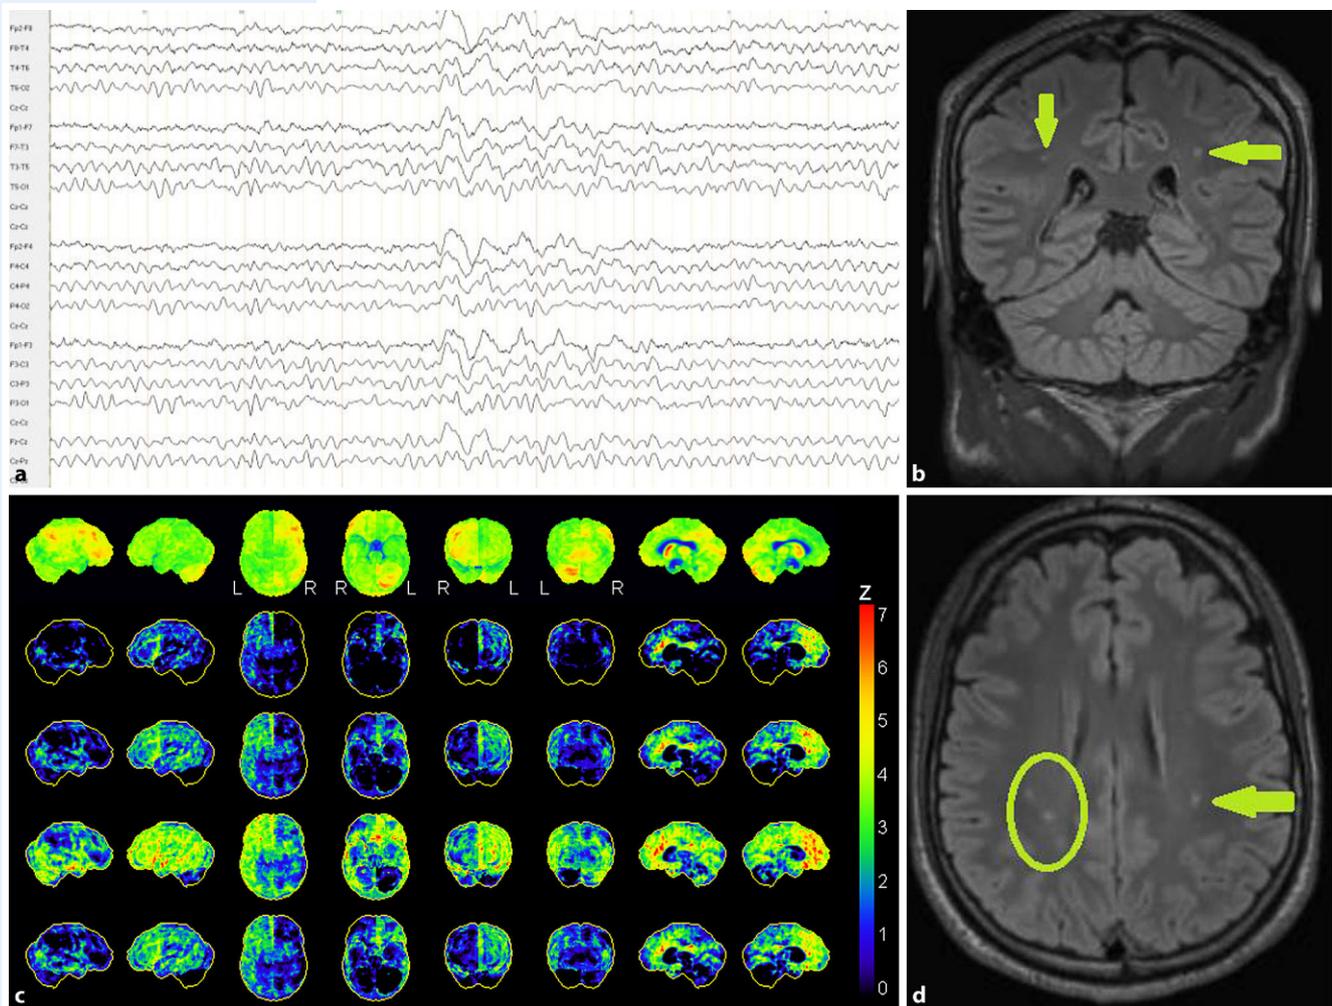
▲ Exemplarische Elektroenzephalographie (EEG)-, Magnetresonanztomographie (MRT)- und Fluordesoxyglucose-Positronenemissionstomographie (FDG-PET)-Befunde. Der EEG-Befund (a) zeigt frontal betonte, generalisierende, intermittierende Delta-Verlangsamungen bei einer Patientin mit paranoid-halluzinatorischer Symptomatik im Rahmen einer steroidresponsiven Hashimoto-Enzephalopathie [9]. Die MRT-Abbildungen des Neurokraniums (b, d) zeigen disseminierte Marklagerläsionen bei einem jungen Patienten mit psychotischen und Zwangssymptomen bei neuropsychiatrischem systemischem Lupus erythematoses [10]. Der FDG-PET-Befund (c) zeigt einen diffusen, v. a. linkshemisphärischen FDG-PET-Hypometabolismus bei einer Patientin mit katatoner Symptomatik bei Anti-N-Methyl-D-Aspartat-Glutamat-Rezeptor-Enzephalitis [11]
